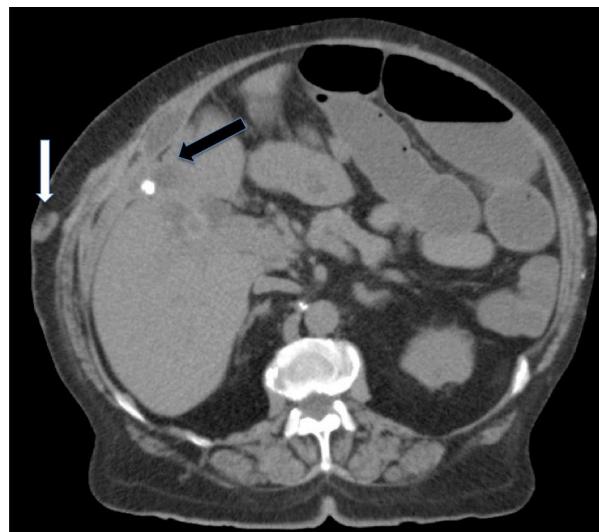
TAC. Flecha blanca: trayecto fistuloso. Flecha negra: vesícula adherida a peritoneo parietal.
